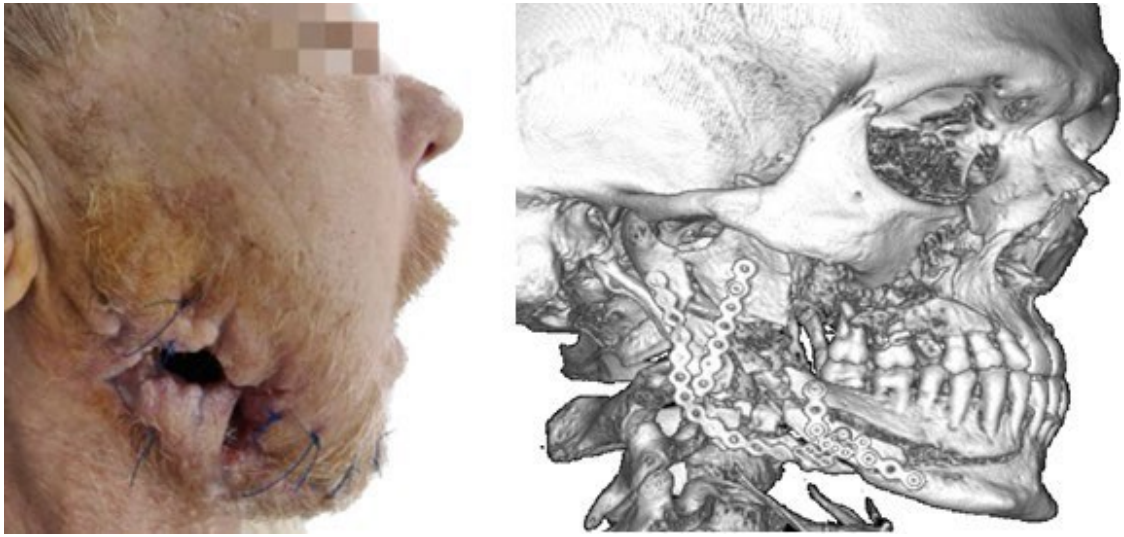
Типова клінічна та рентгенологічна (МСКТ) картина пацієнта з бойовим пораненням ділянки НЩ
